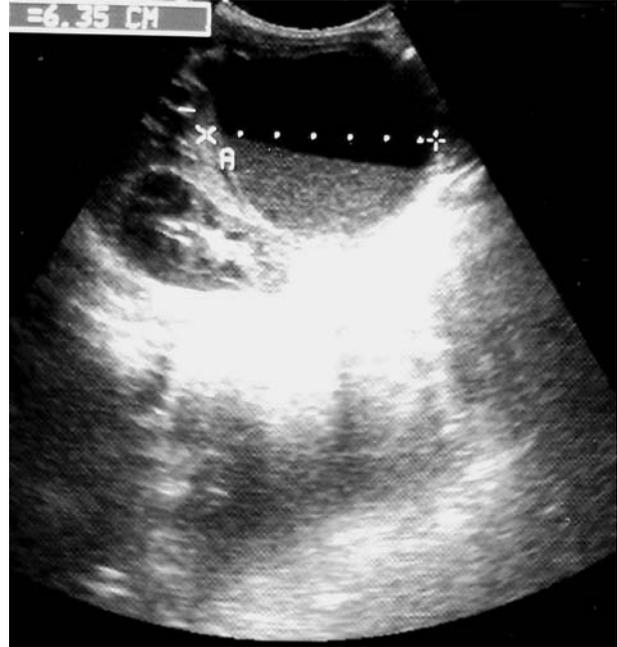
Ecografía abdominal que muestra tumoración quística de 5x3 cm de diámetro con nivel hidro-líquido en su interior.
